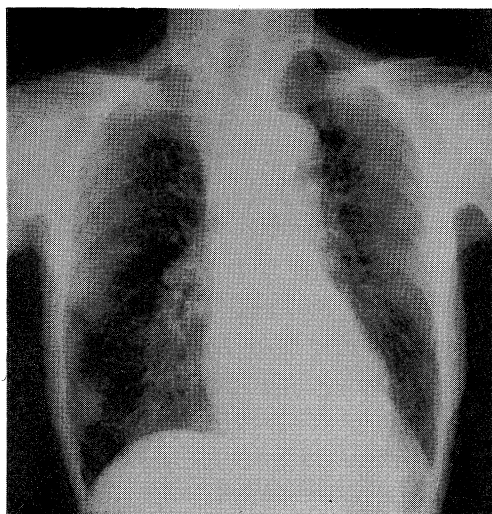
Chest X-ray film shows calcification of tracheo-bronchial cartilage.
